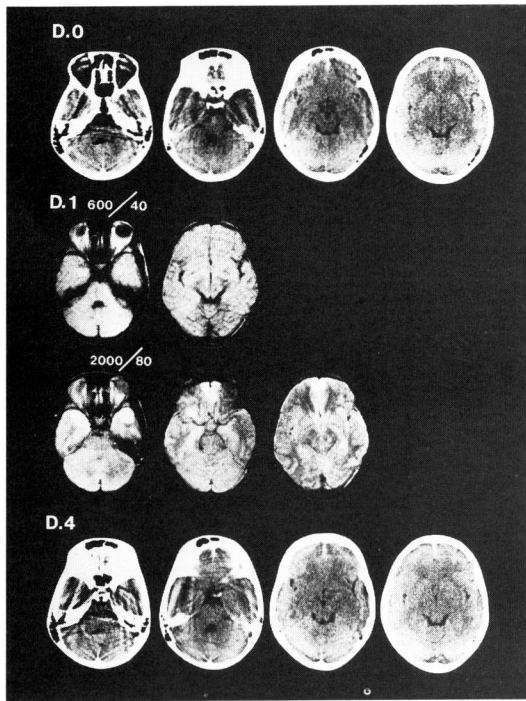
Case5 : CT scan on Day 0 demonstrated only subarachnoid hemorrhage in the interhemispheric fissure, T 2 wighted image on Day 1 revealed intracerebral traumatic lesions in bilateral frontal and temporal lobes. CT scan on Day 4 demonstrated low density area in the right temporal lobe, but other lesions were not shown on serial CT.
